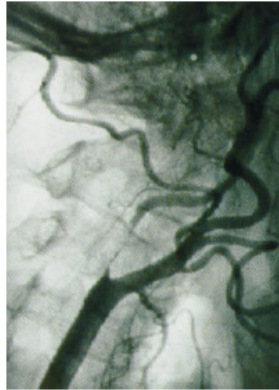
Angiotomografia num caso de suboclusão da artéria carótida interna [47].
